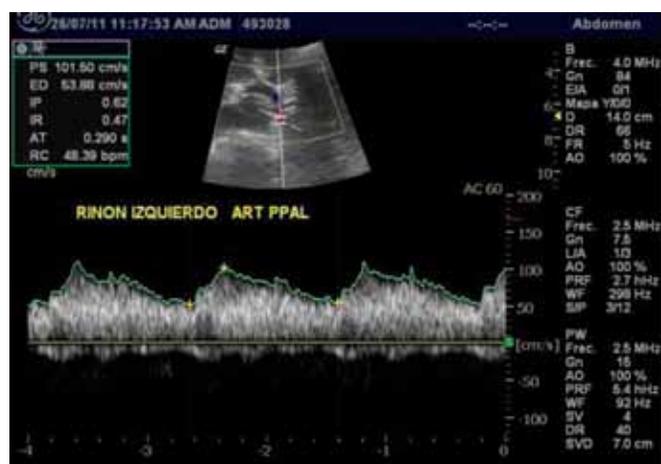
Ecografía Doppler de la arteria renal izquierda, que muestra amortiguamiento de la onda con alto componente diastólico
